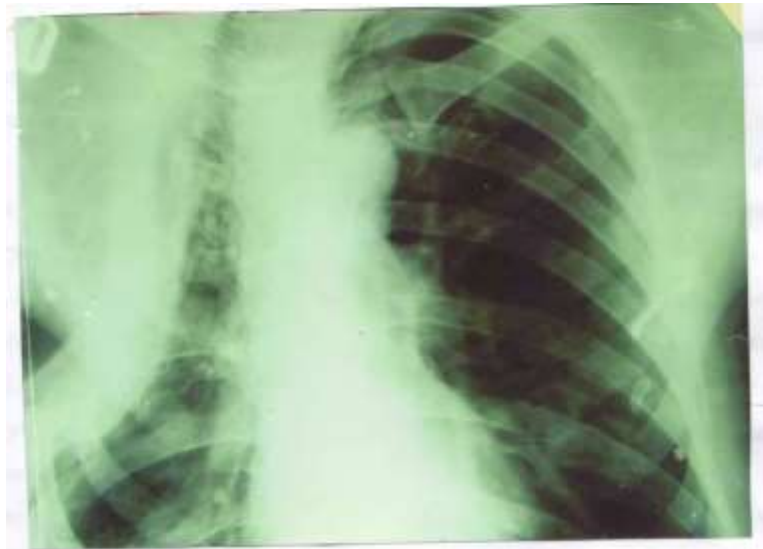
Оглядова рентгенограма хворого Д. через 6 місяців після оперативного втручання
